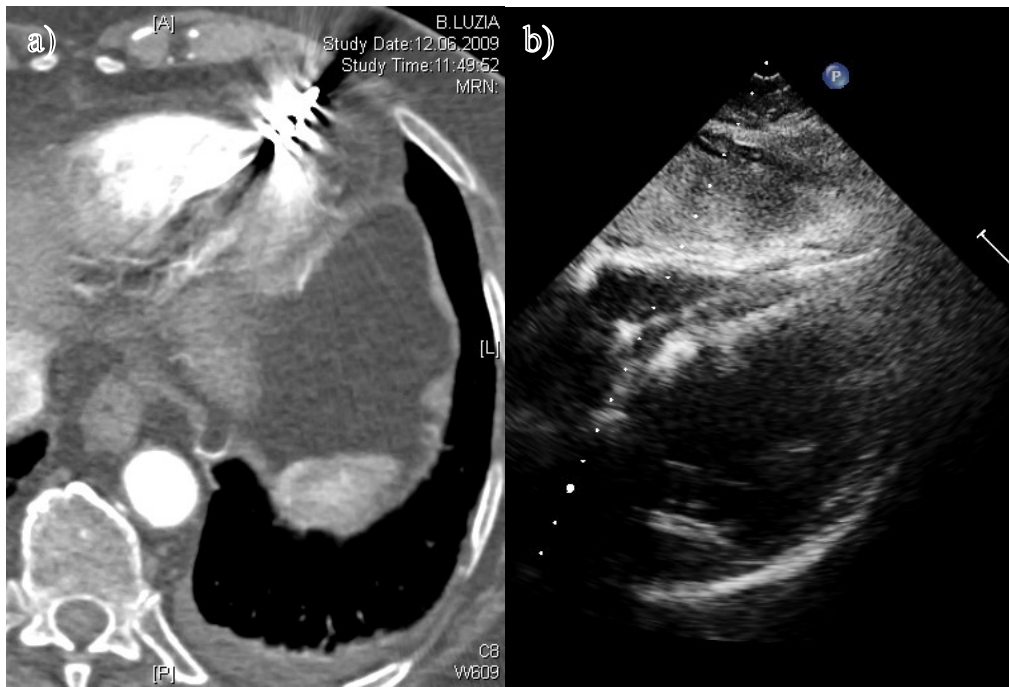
Beispiel für eine Sondenperforation im CT a) im TTE b) (Quelle: eigene Abbildung)
